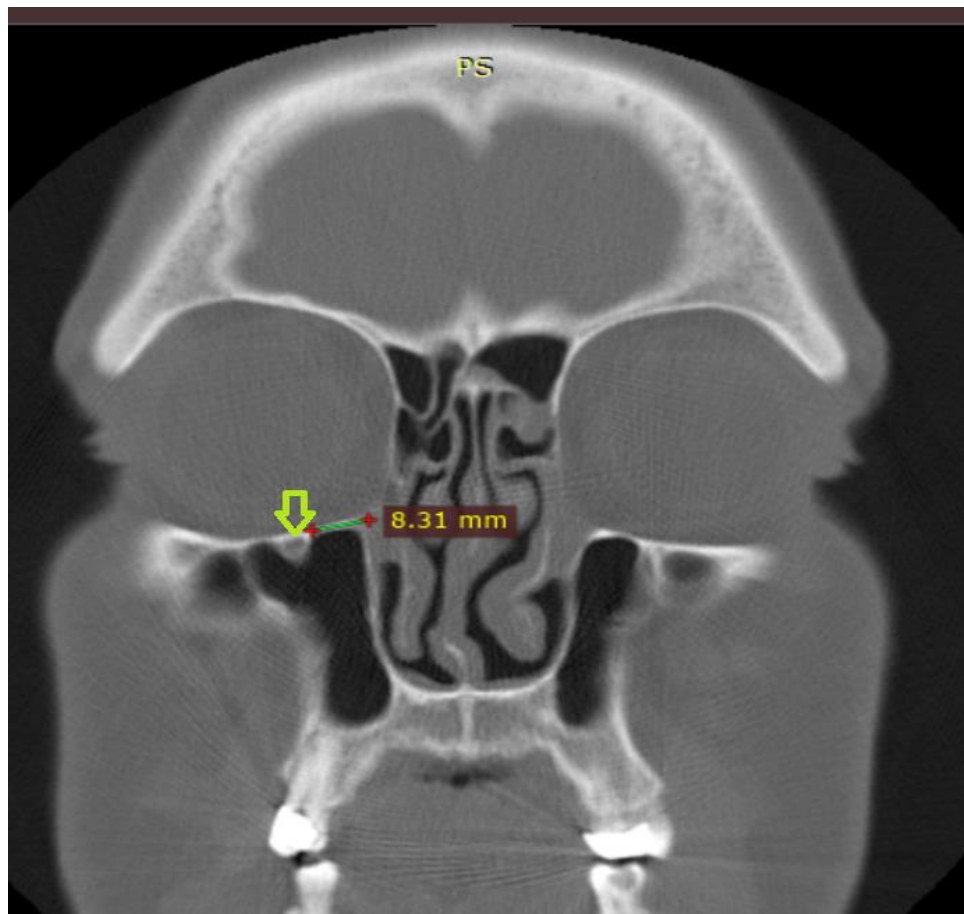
СКТ коронарна реконструкція. підчочномкова борозна позначена стрілкою.
